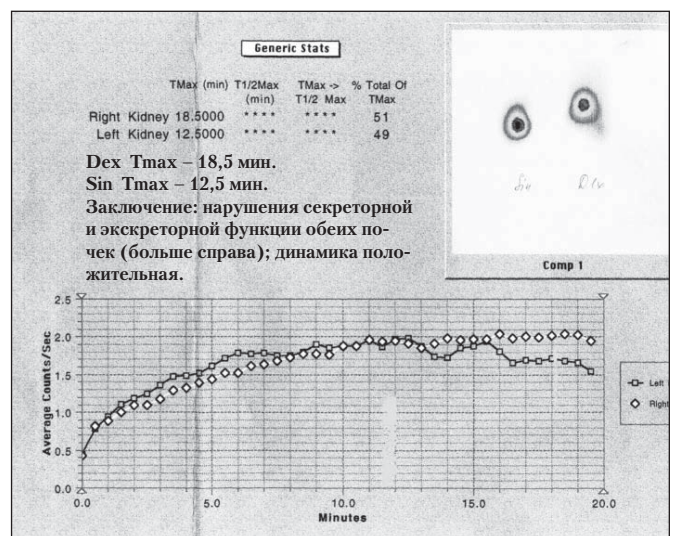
Динамическая нефросцинтиграфия (24 месяца после операции)
